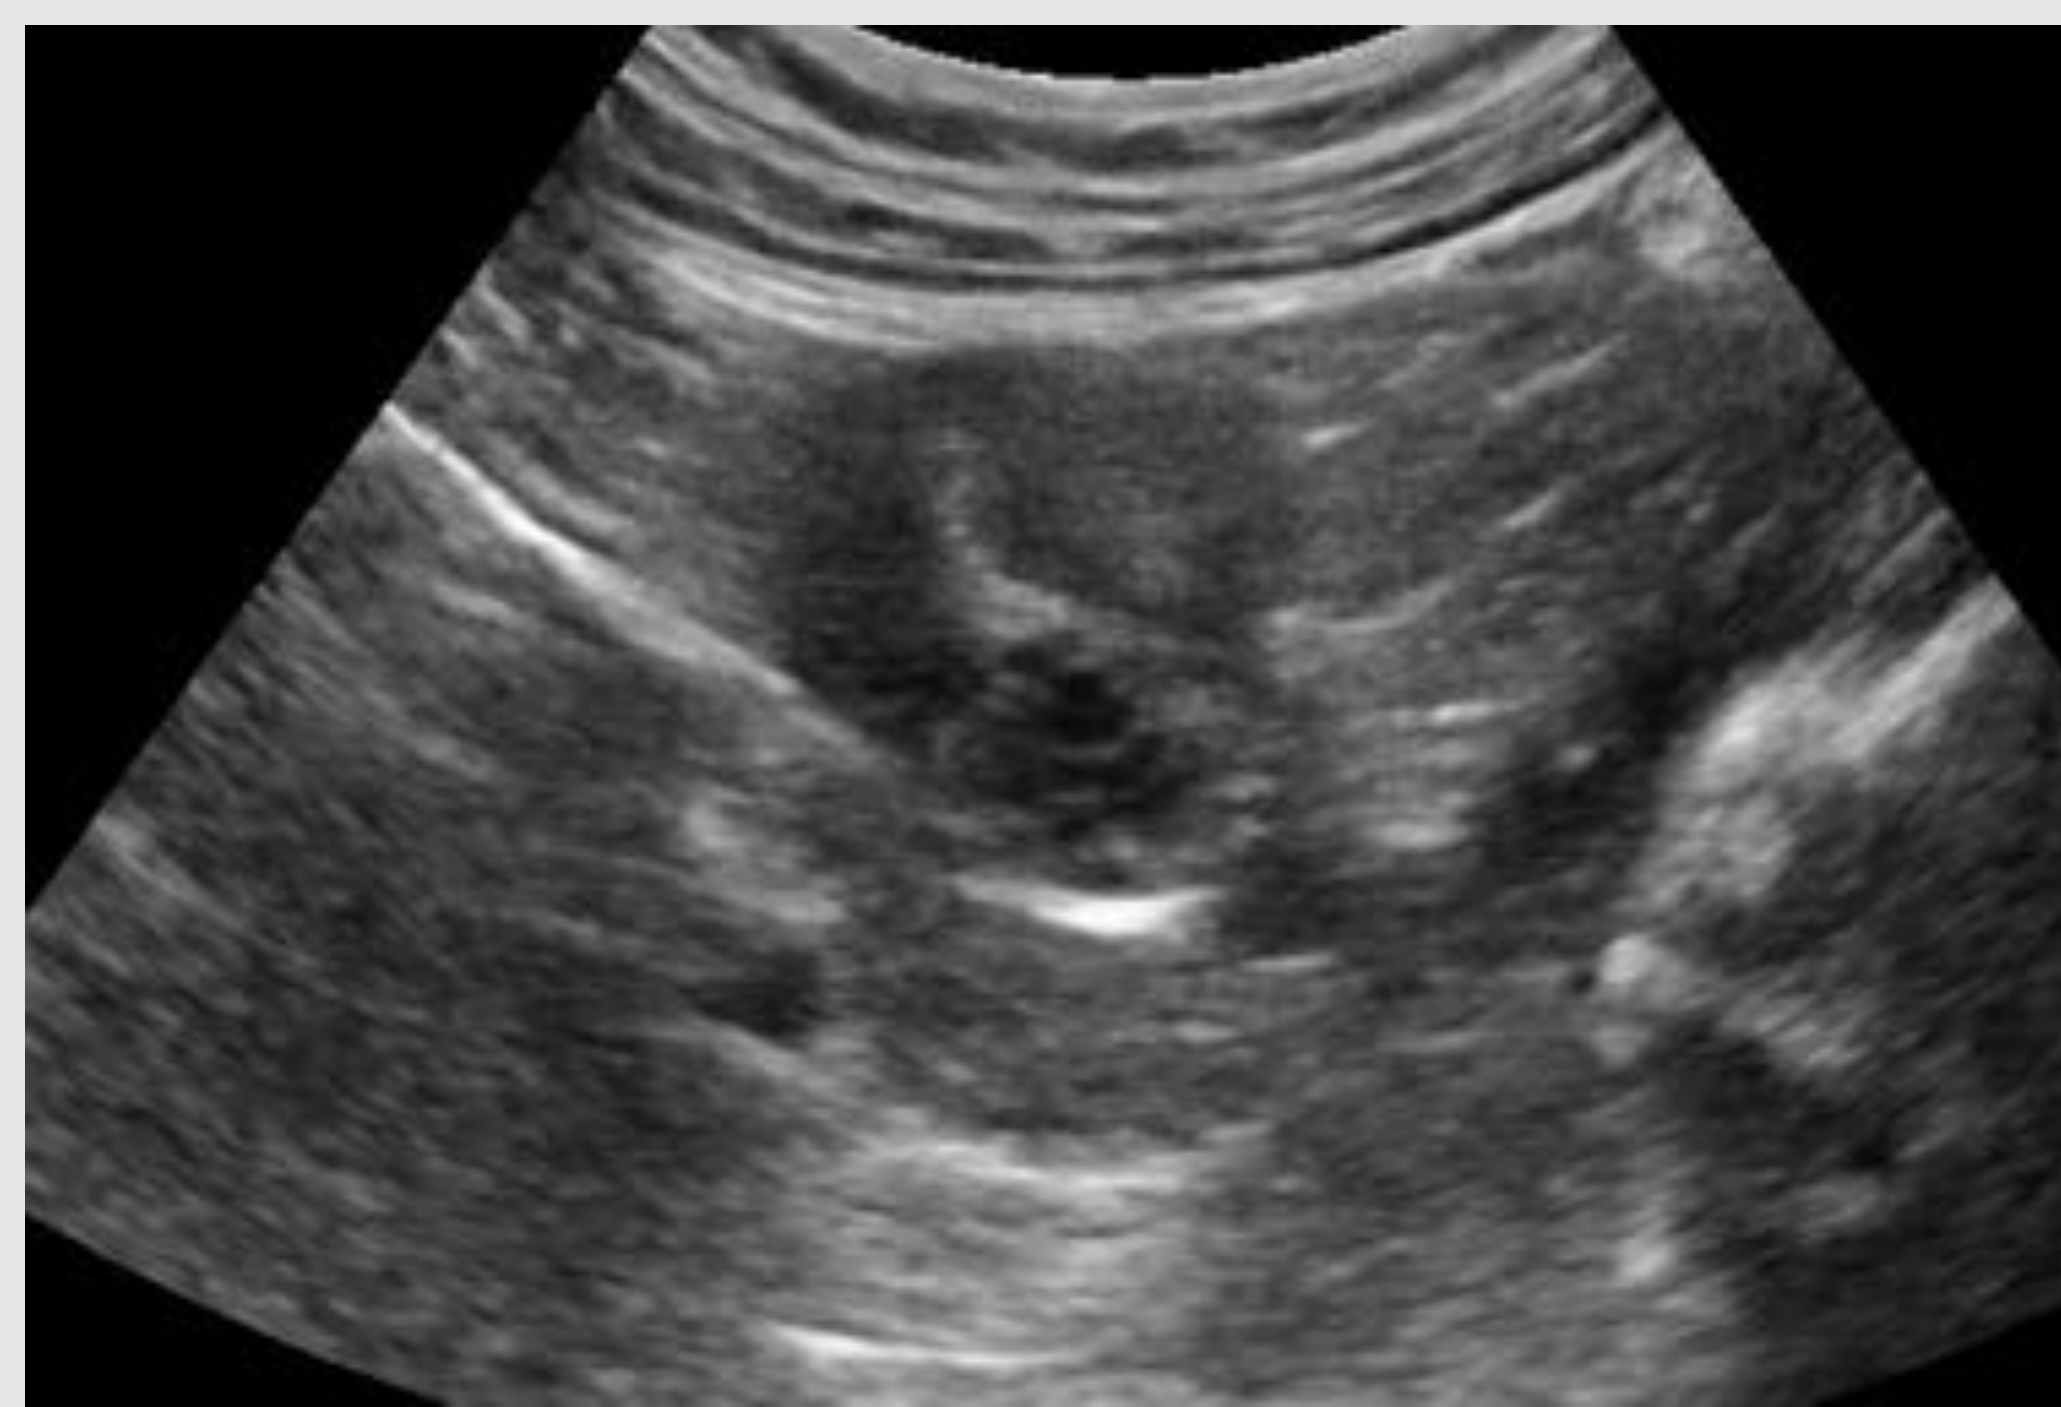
Evolución de un oncocitoma renal derecho tratado mediante ablación. Antes del tratamiento se observa un nódulo cortical exofítico. Al mes del tratamiento, la TC muestra que el nódulo no capta contraste y un halo en la grasa que rodea al nódulo. La RM realizada a los 4 meses muestra también una ausencia de captación y un halo de necrosis grasa alrededor del nódulo tratado. El control de TC al año del tratamiento muestra similares hallazgos. A remarcar el halo en la grasa perilesional debido a la necrosis grasa causada por la ablación que incluyó un margen de seguridad perilesional.
